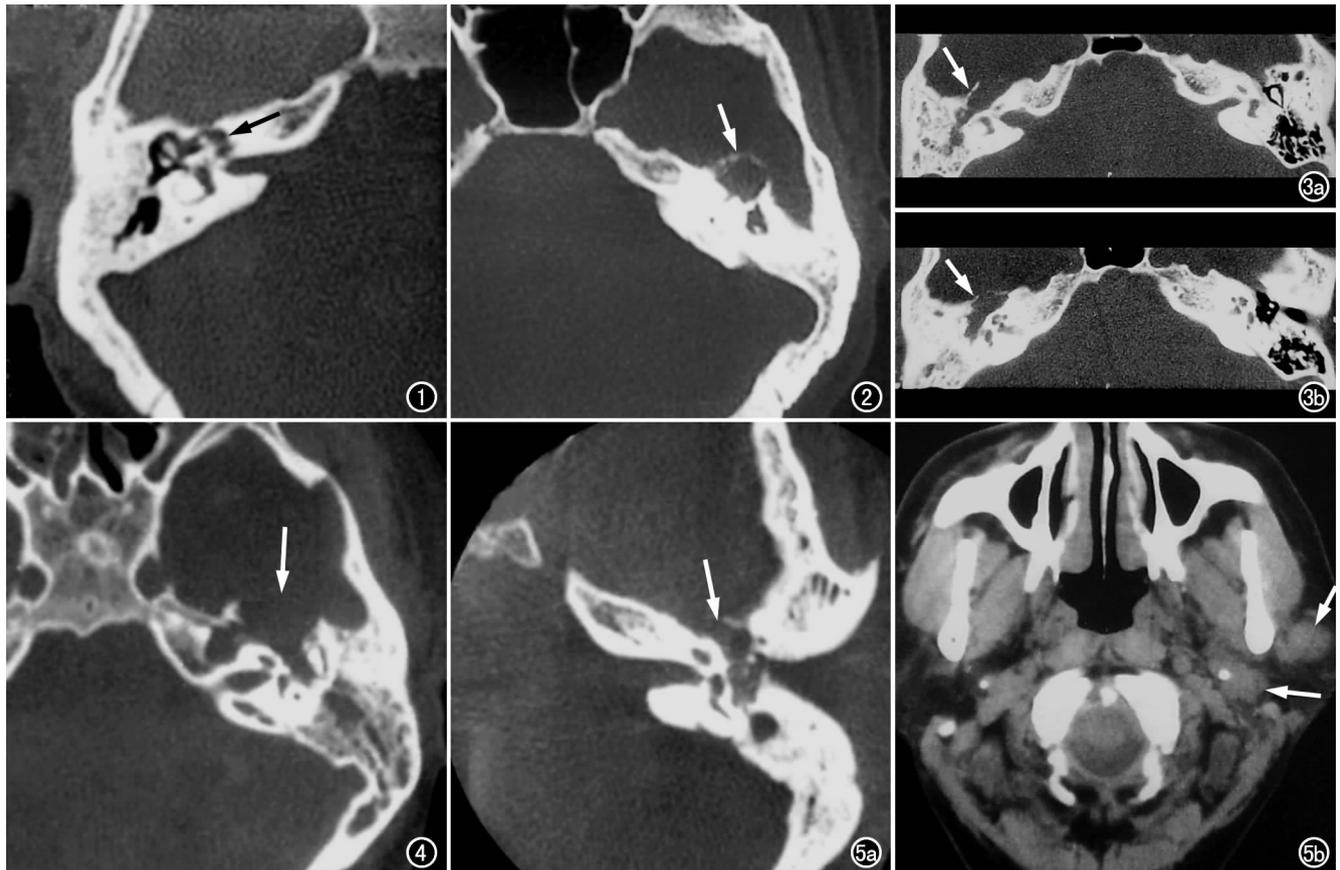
HRCT示右侧面神经管迷路段扩大,骨质破坏(箭)。图2 HRCT示左侧岩锥中部前缘局限性骨质膨胀、破坏,可见软组织肿块(箭)。图3 右内听道增宽,内听道骨质破坏,迷路段面神经管扩大,岩锥前缘中部骨质破坏,残端外翘(箭)。a) 内听道层面; b) 中鼓室稍下层面。图4 左岩锥中部前缘骨质破坏,残端外翘呈抱球状,面神经管鼓室段扩大(箭)。图5 左侧面神经瘤。a) 左侧乳突 HRCT 扫描示肿瘤累及膝状神经节、鼓室段、垂直段,相应部位可见软组织肿块,听小骨受压外移,膝状神经窝骨质破坏(箭); b) 鼻咽部 CT 扫描示左侧腮腺区软组织肿块(箭)。
